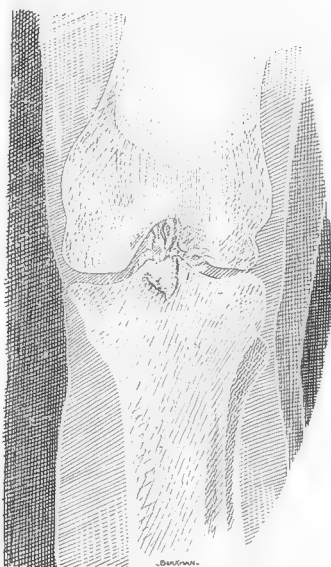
Image radiographique d'épiphysite disséquante du plateau tibial (obs. 15).
